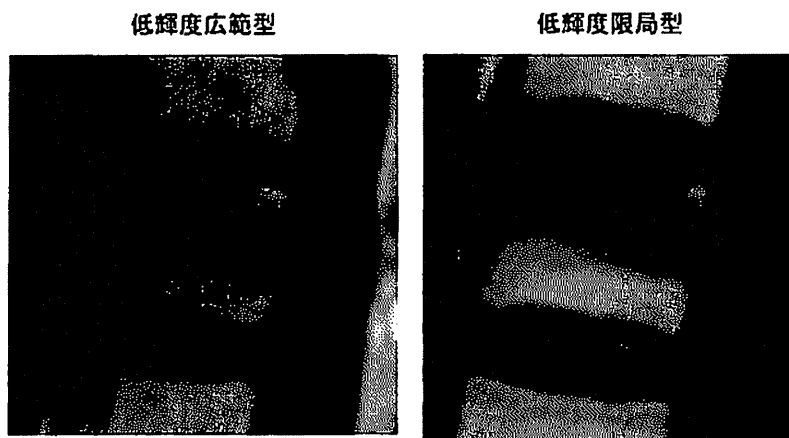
登録時(骨折時)MRI T<sub>1</sub>強調画像による椎体内輝度変化の分類
